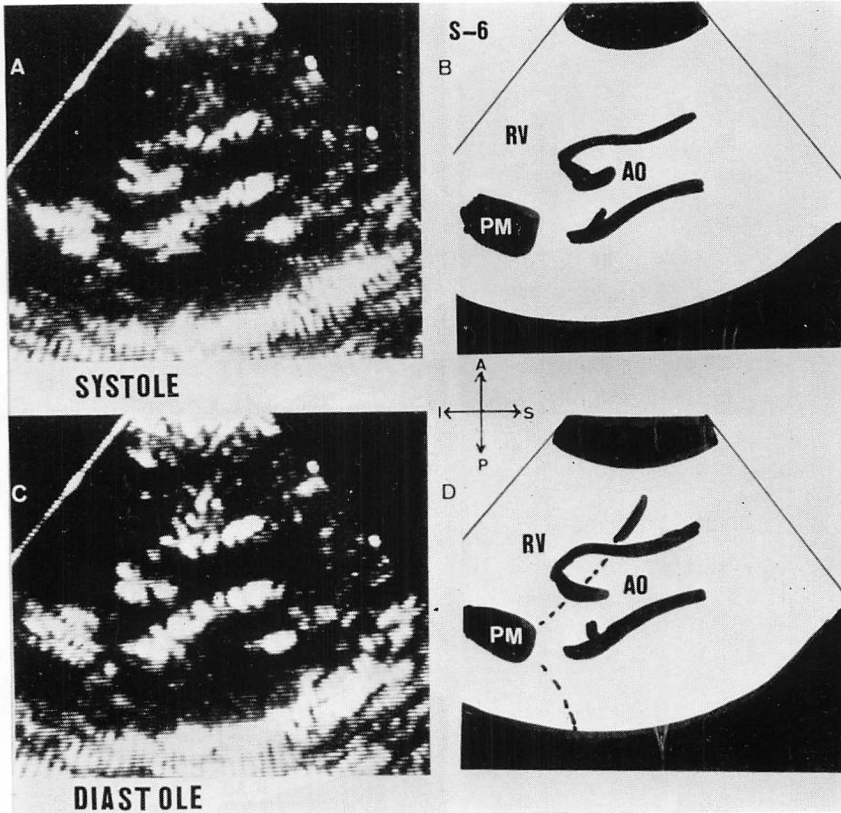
Two-dimensional echocardiographic imagings in type II of hypoplastic left heart syndrome.
